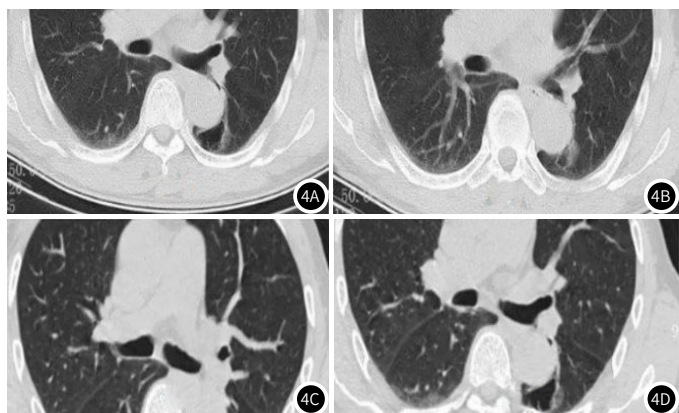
CT图，周围型肺癌，左肺下叶，病灶壁见磨玻璃成分
